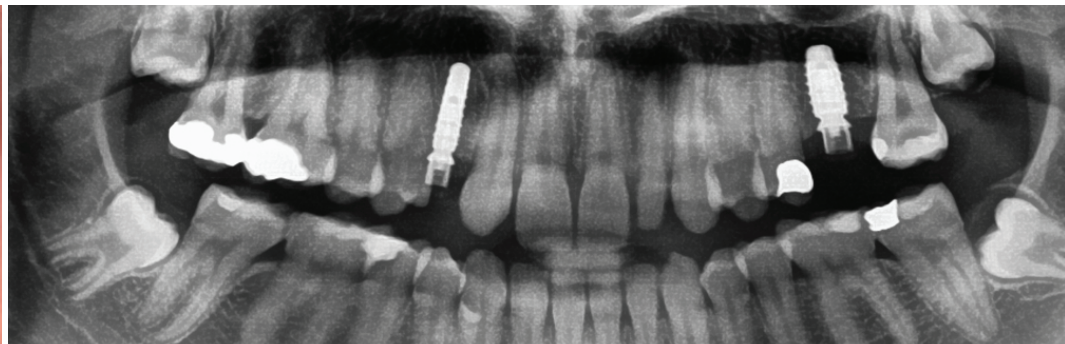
In Anschluss an den chirurgischen Eingriff wurde ein Kontrollröntgenbild angefertigt. Es zeigt ein Ø 3.8 mm iSy Implantat mit 13 mm Länge in regio 13 und in regio 26 ein Ø 4.4 mm / L 11 mm Implantat mit den vormontierten Implantatbasen, die die PEEK Gingivaformer tragen.
